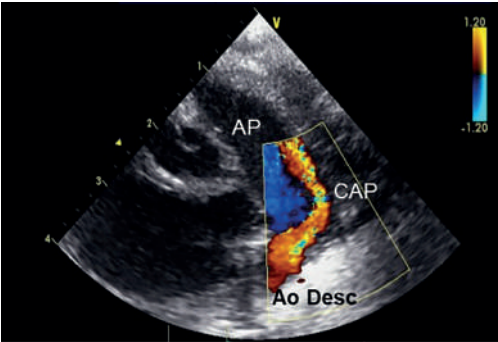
• Imagem ecocardiográfica demonstrando a presença de canal arterial (CAP) com fluxo turbulento por ecografia Doppler codificado em cor entre a AO e a AP e diâmetro de 2,4 mm. Ao Desc: aorta descendente.
